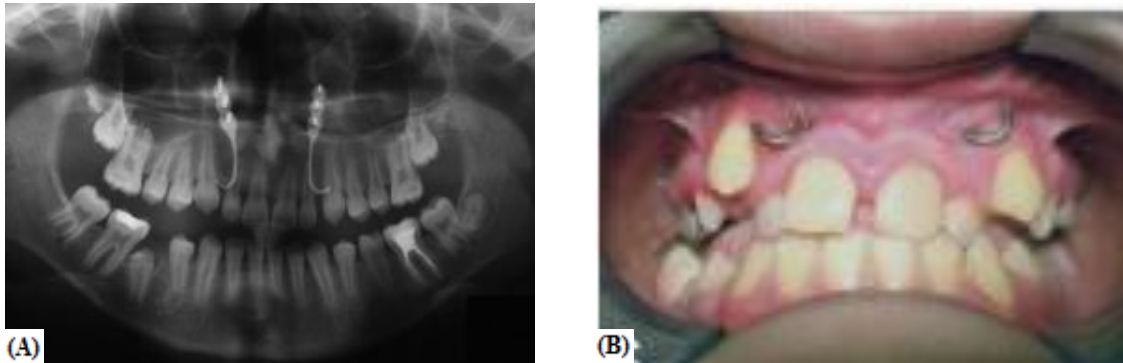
(A) Radiografia panorâmica mostrando a localização das miniplacas. (B) Visualização da localização clínica das miniplacas
